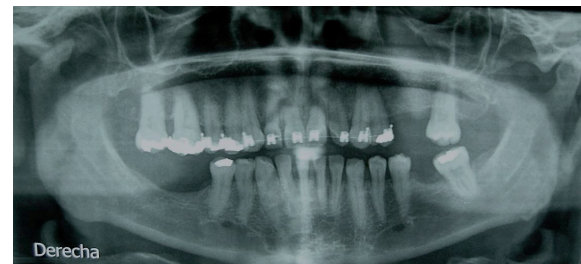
Radiografía panorámica control a los 18 meses post-operatorio.
